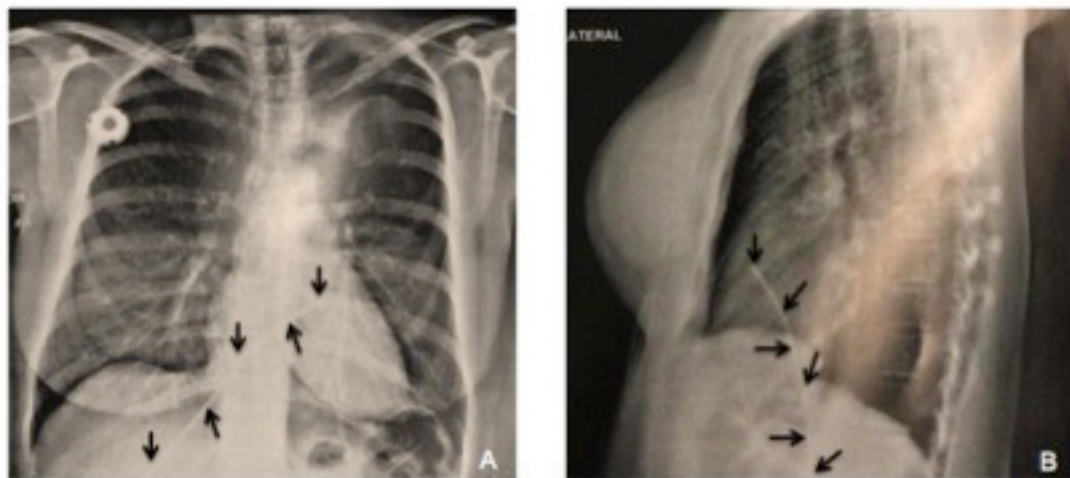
(A) and (B) Chest X-ray showing migration of the chemotherapy totally implantable venous access catheter to the hepatic vein.
